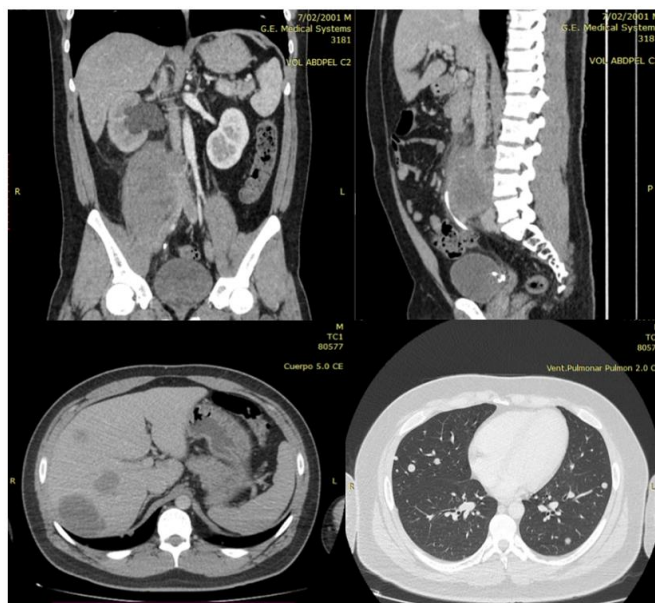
Tomografía de tórax, abdomen y pelvis contrastada donde se logra evidenciar una masa retroperitoneal que ejerce efecto compresivo sobre el uréter derecho e invasión de musculo psoas; además, de metástasis hepáticas y pulmonares.
